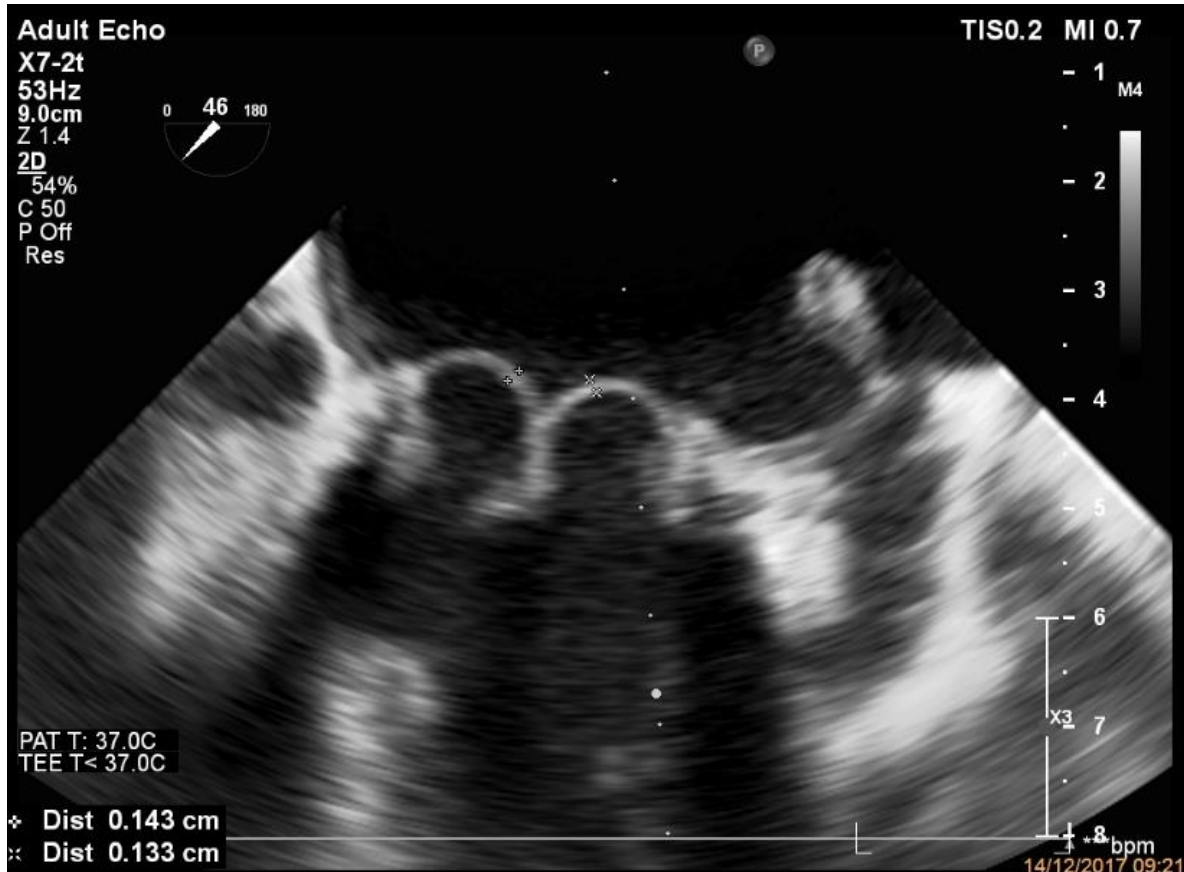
Ecocardiograma transesofágico sem imagem de trombo
